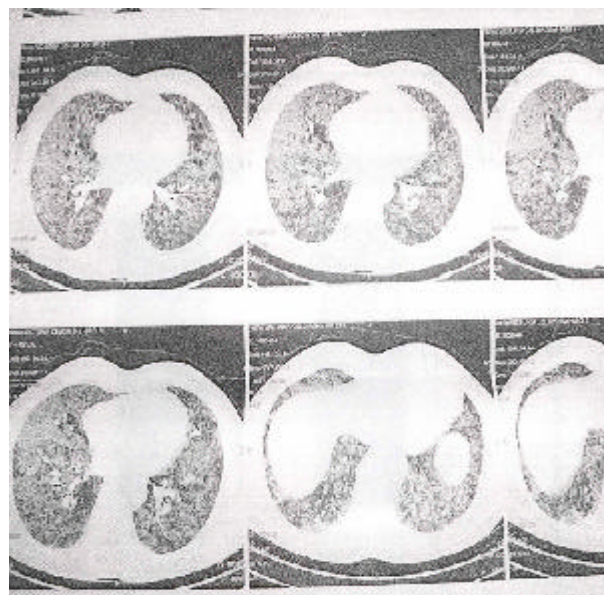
Tomografía axial computarizada de tórax caso 5
